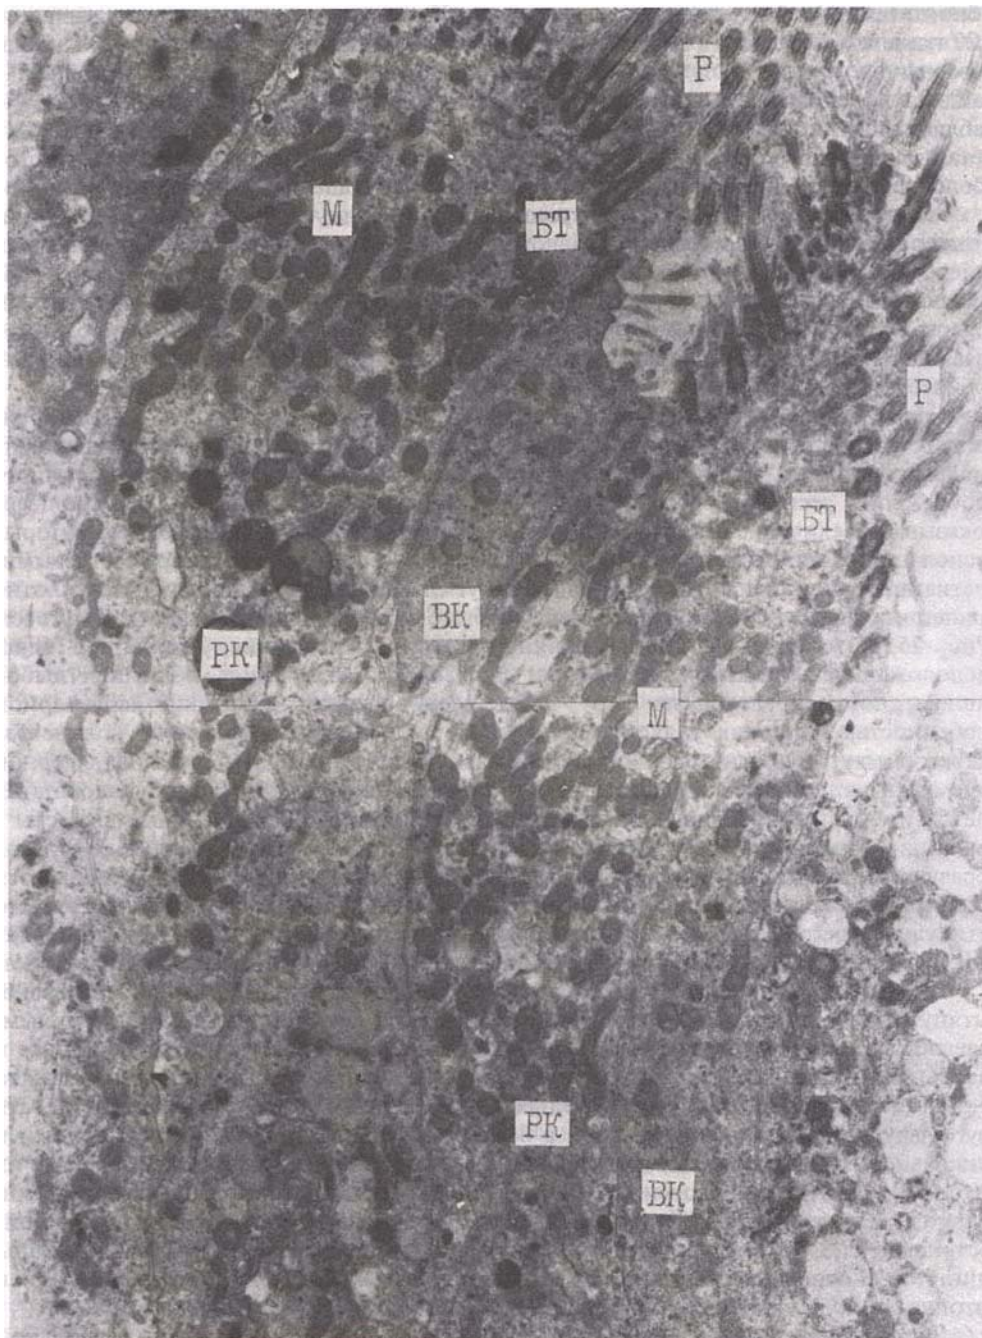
Реснитчатые (PK) и вставочные (BK) клетки респираторного эпителия. P — реснички; BT — базальные тельца; M — митохондрии; ТЭМ, x7000.
